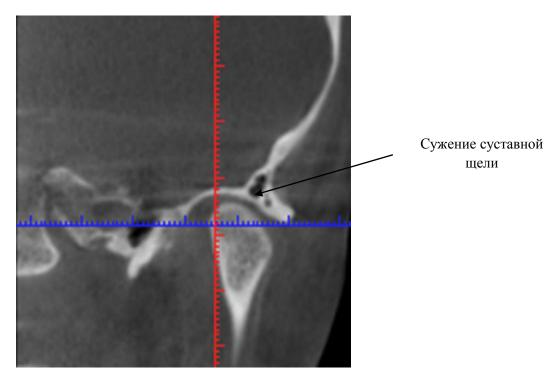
Та же больная. Компьютерная томография (КТ). ВНЧС. Центральная окклюзия. Сужение суставной щели. Смещение суставной головки до лечения.
